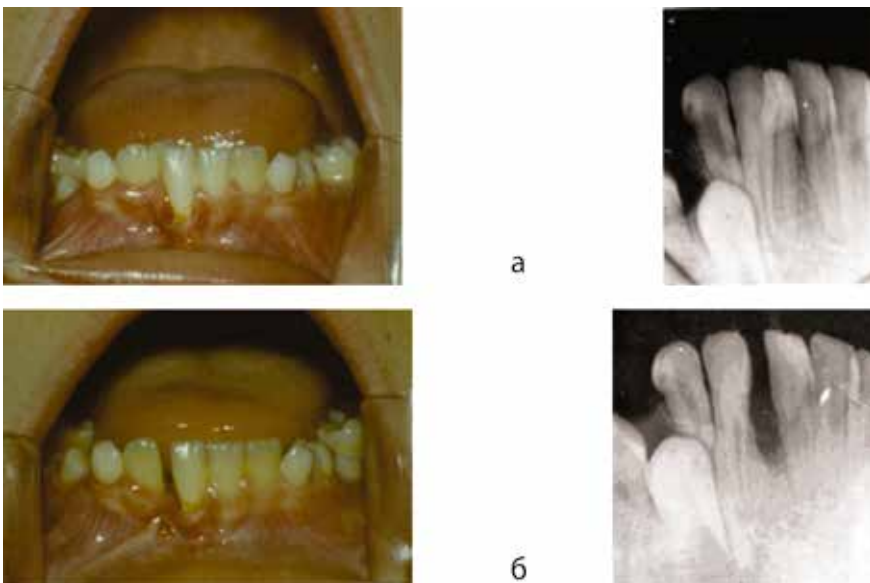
Фото зубных рядов и рентгенограмм зубов пациента Б., 9 лет, до (а) и через 1 месяц (б) после гемисекции слившегося правого латерального резца со сверхкомплектным зубом по форме резца, расположенного лингвально с поворотом вокруг оси на $\approx 45^\circ$ и удаленного во время оперативного вмешательства (IV тип слияния)
